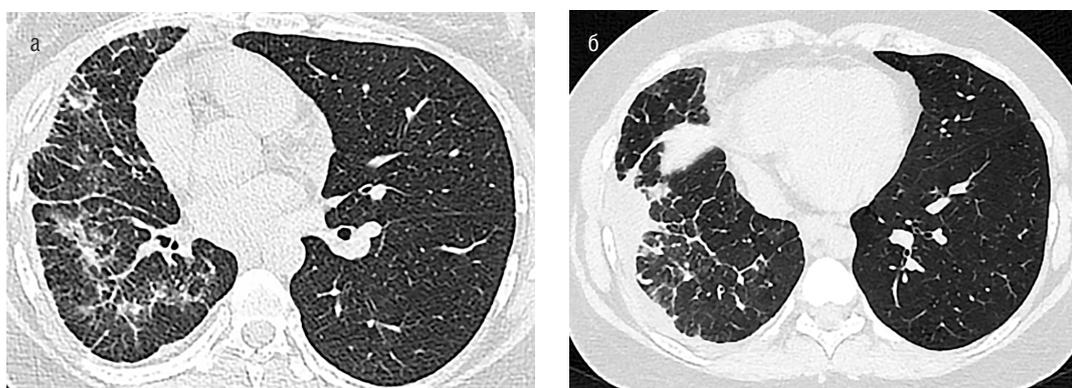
Лучевые признаки поражения легочной ткани при ЧАДЛВ. МСКТ органов грудной клетки, аксиальная плоскость: *а, б* — правое легкое уменьшено в объеме, средостение смещено в правую сторону. В паренхиме визуализируются интерстициальные изменения в виде уплотнения внутрималькового, межималькового и перибронховаскулярного интерстиция справа. Патологических изменений в паренхиме левого легкого не выявлено
